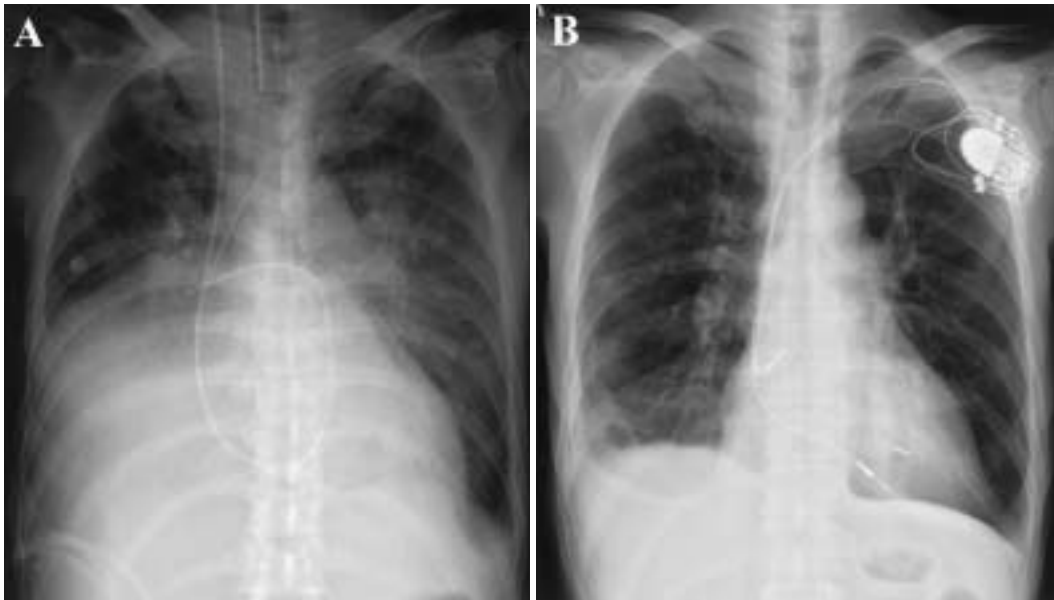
Case 1. Chest radiographs
